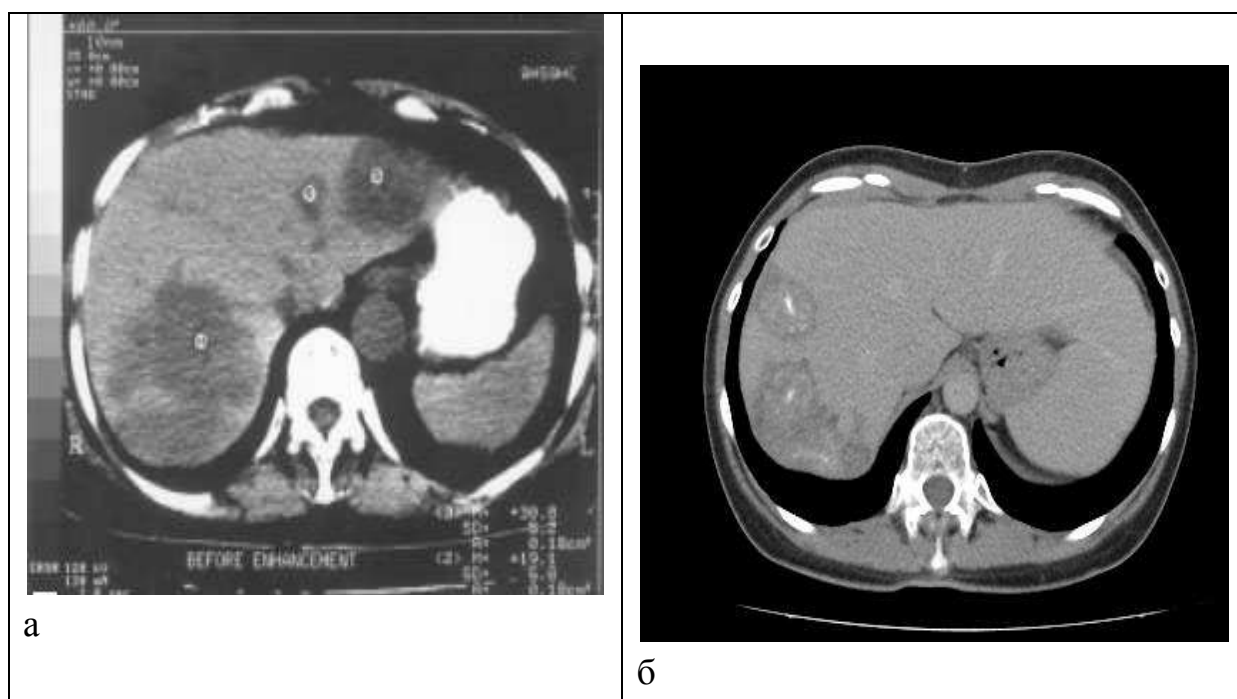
Компьютерная томография органов брюшной полости: а) фибролипома печени; б) туберкуломы печени.
